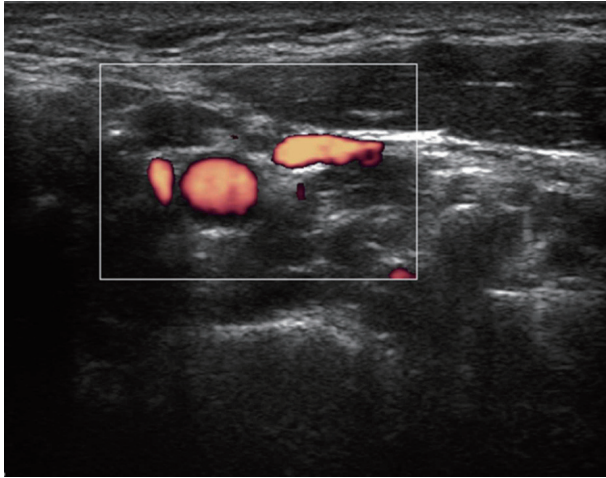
Power Doppler scan of left upper neck. Common carotid artery and internal jugular vein are seen in the same color.
